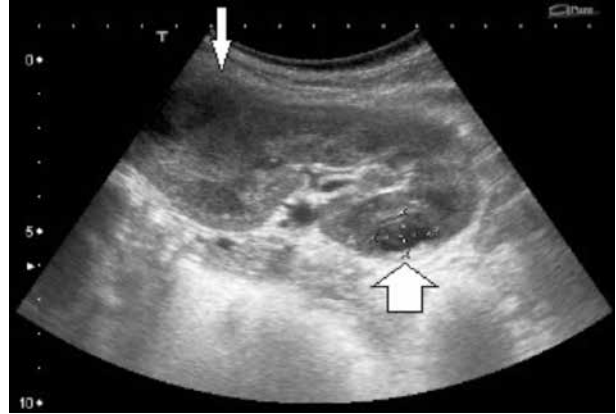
Ecografía del riñón izquierdo en la que se observa el absceso del polo superior del riñón (flecha estrecha de la izquierda) y uno de los abscesos del polo inferior (flecha ancha de la derecha).
